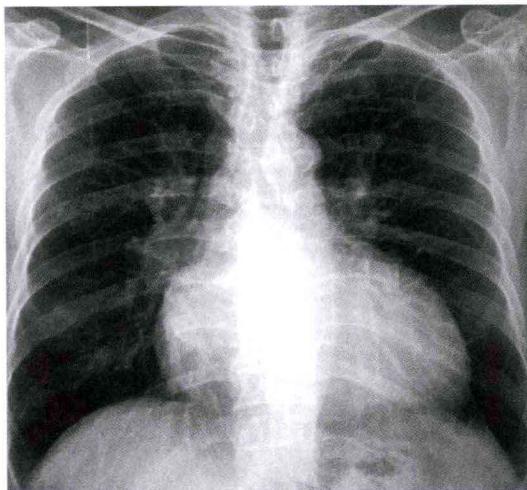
植入CRT-D前胸部X线示心影增大，心胸比达0.65
